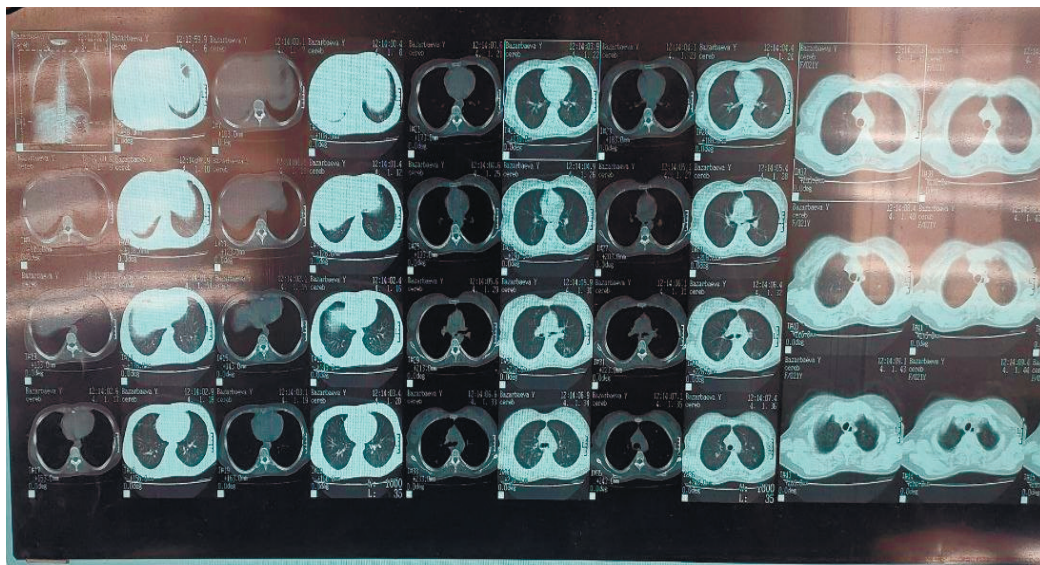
МСКТ грудной клетки больного при поступлении.
